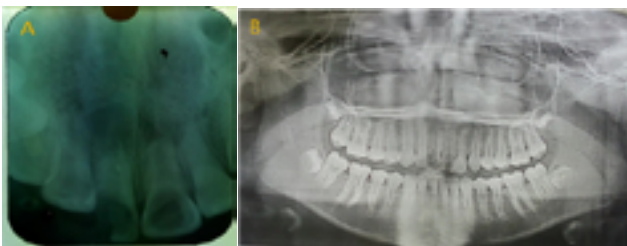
A: Radiografía intraoral periapical donde se observa quiste periapical en 11 y absceso dentoalveolar crónico en 21. B: Radiografía extraoral panorámica donde se observa la relación de los ambos procesos periapicales con las estructuras vecinas.
